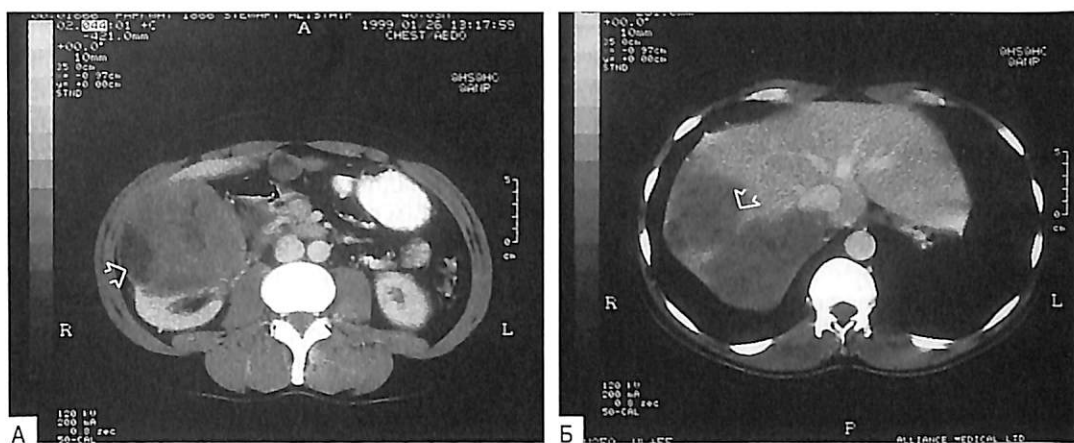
Компьютерная томограмма пациента с быстро прогрессирующим синдромом Кушинга, вызванным карциномой надпочечника. Видно неправильной формы образование в правом надпочечнике (А) с крупными метастазами в печень (Б).
